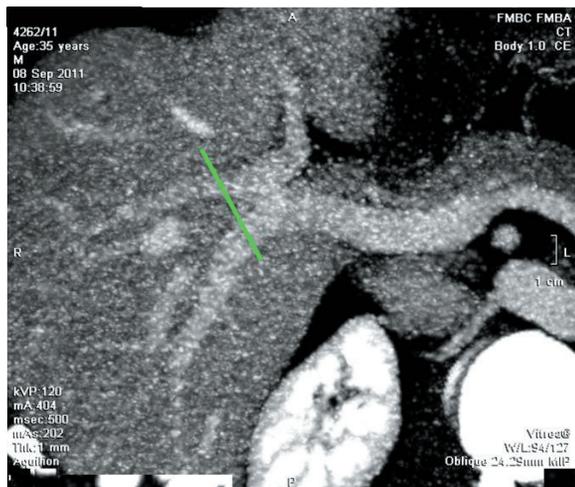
Трифуркация воротной вены донора. Предоперационная компьютерная томография. Зеленым цветом отмечена линия резекции
